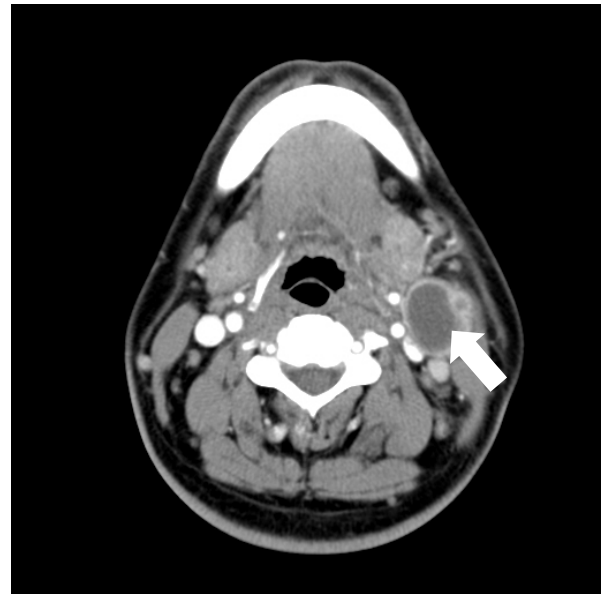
Preoperative enhanced CT axial view. 2.8 x 2.0cm sized well defined cystic mass is noted. (arrow)
